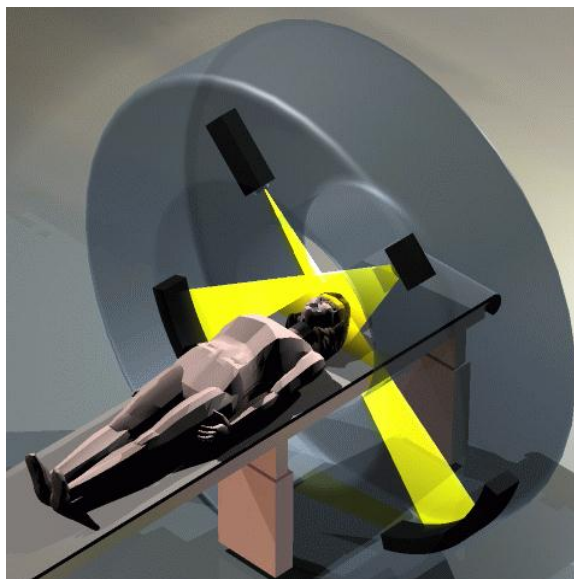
Le système de tomothérapie hélicoïdale qui consiste en un mini-accelérateur de 6 MV dans un socle de type CT. La table bouge pendant la rotation. La photo illustre un des premiers modèles où un tube à rayon X était également présent. Les nouveaux modèles utilisent l'imagerie en mégavoltage.
